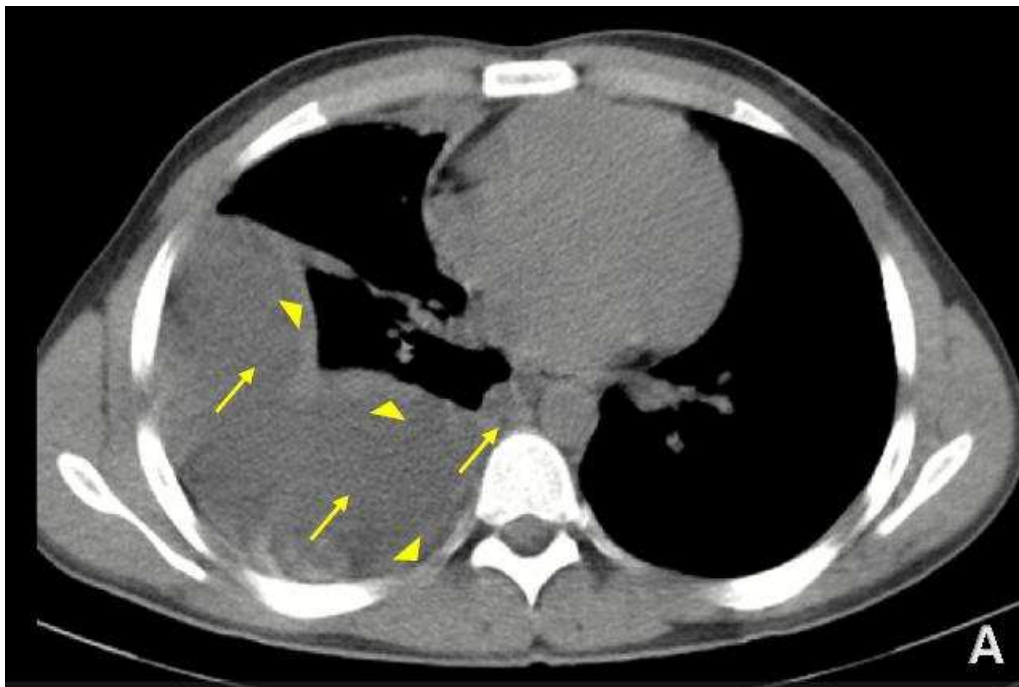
TAC de tórax simple, ventana mediastinal: se observa derrame loculado en campo pulmonar derecho, que muestra líquido a nivel lateral posterior, e insinuándose a nivel para mediastínico (flecha) asociado a engrosamiento de las hojas pleurales (punta de flecha).
